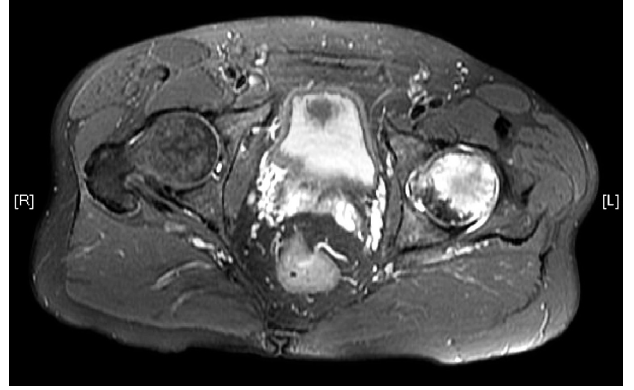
Femur başında kemik iliği ödemi sendromu manyetik rezonans görüntüsü T1 sekans (transvers kesit).
